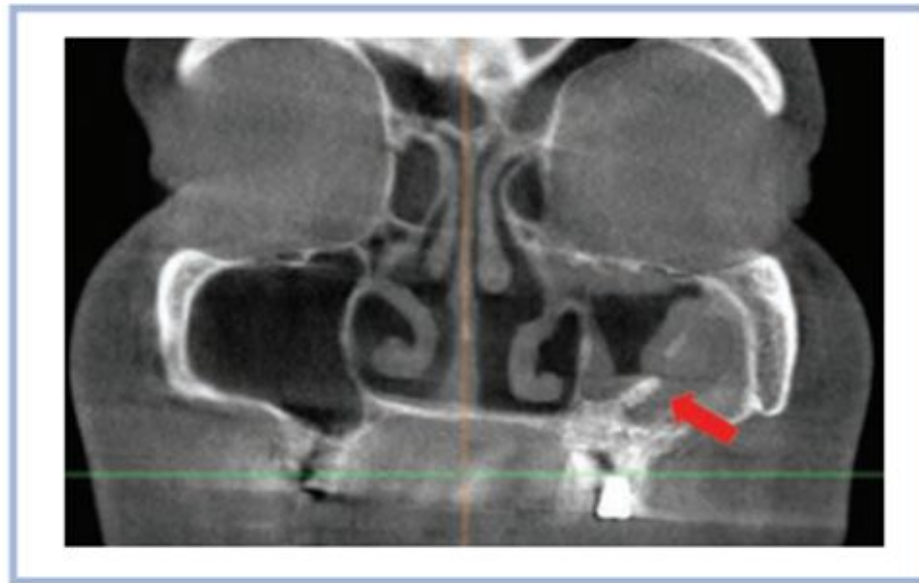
Больная Д., 66 лет. Состояние после открытого синус-лифтинга, носового кровотечения. На компьютерной томограмме пациентки после носового кровотечения видны смещенные в просвет верхнечелюстной пазухи фрагменты костно-пластического материала (показано стрелкой).
